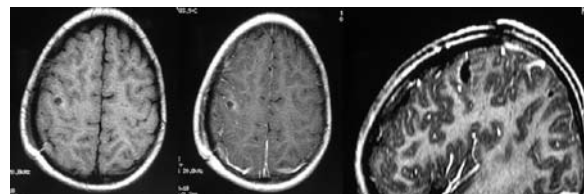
Controle pós-operatório: RM sequência T1 axial sem e com contraste e sagital com contraste.
